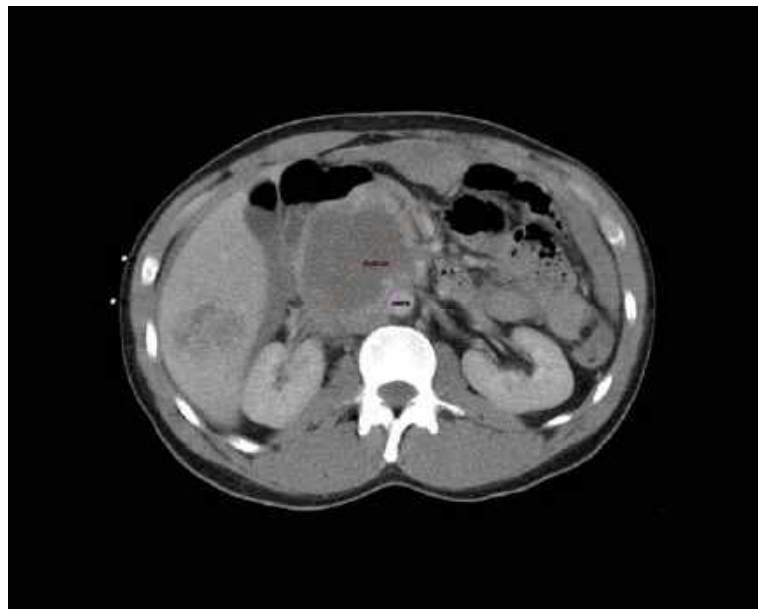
Tomografía computarizada abdomino-pélvica que muestra una gran masa retroperitoneal de 9 cm que engloba la cava y la aorta.
